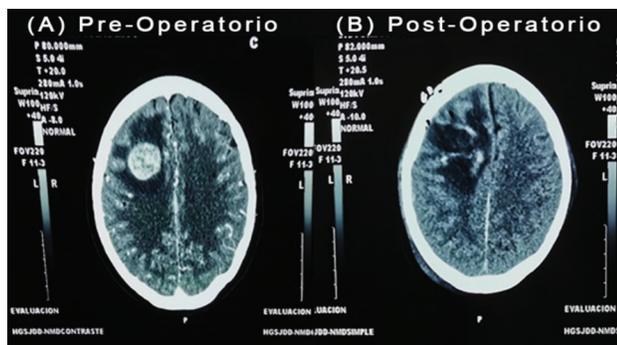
Pre-operatorio. TC cerebral con medio de contraste intravenoso evidencia masa ovalada de borde definido, hiperdensa en lóbulo parietal derecho. (B) Post-operatorio. TC cerebral se observa hemorragia intraparenquimatosa parietal del hemisferio derecho.
